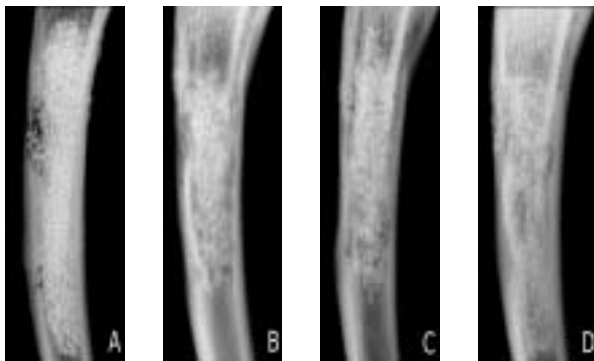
Faxitron-röntgenkuva sääriluusta heti leikkauksen jälkeen.
